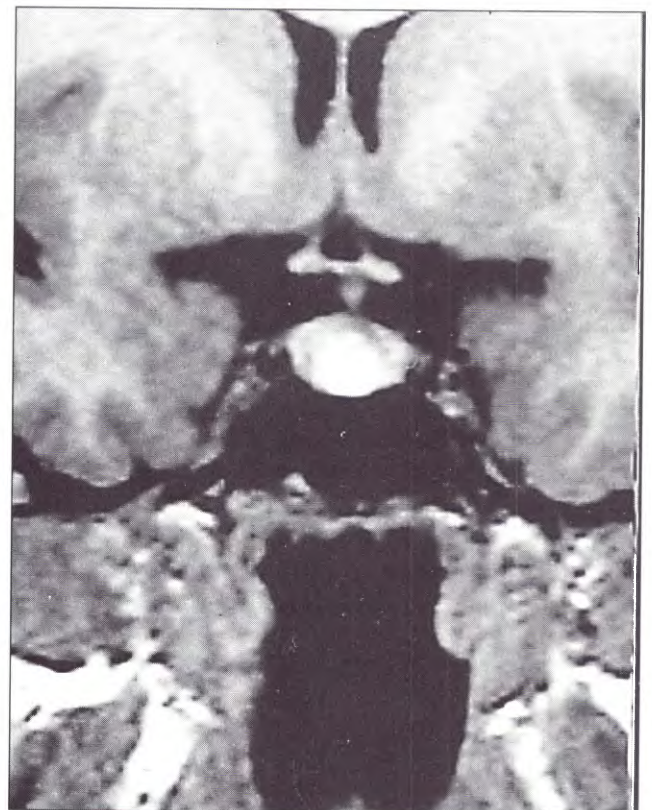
Caso 9: paciente de 28 años con antecedentes de cefalea crónica. A) IRM con contraste de la primera consulta muestra aumento de tamaño de la glándula y refuerzo tumoral intraxial. B) IRM del seguimiento a 4 años sin modificación del tamaño tumoral, el paciente tampoco presentaba alteraciones endocrinológicas o visuales.
